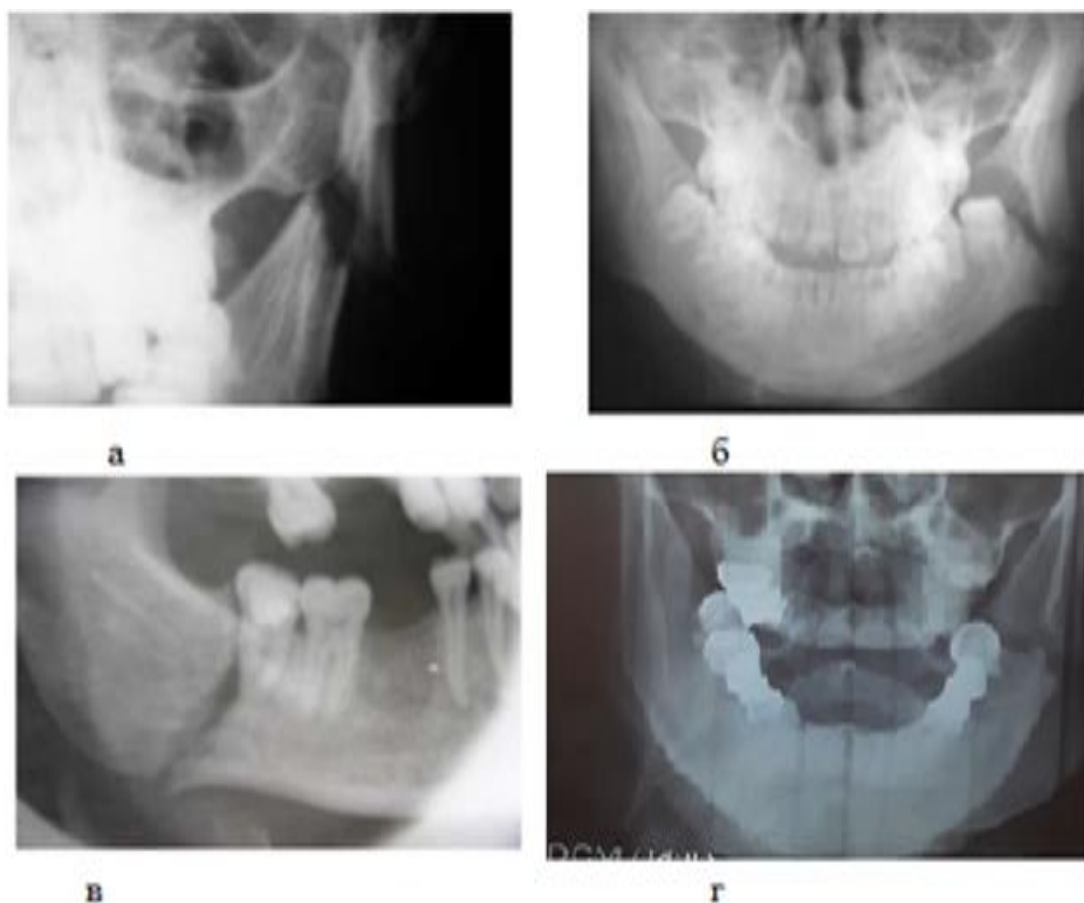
Рентгенограммы больных с переломами нижней челюсти, выполненные в разных проекциях: а, б-латеральные; в, г- обзорные
